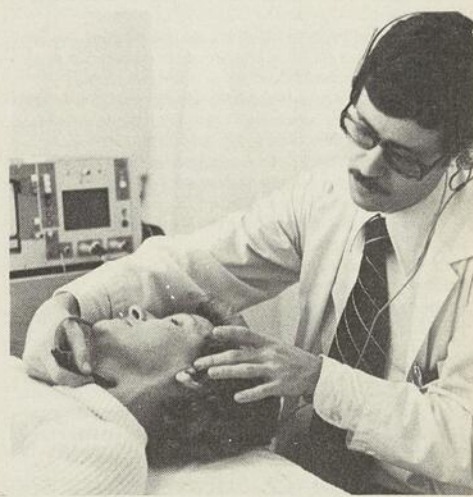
Doppler direct : écoute cervicale.
